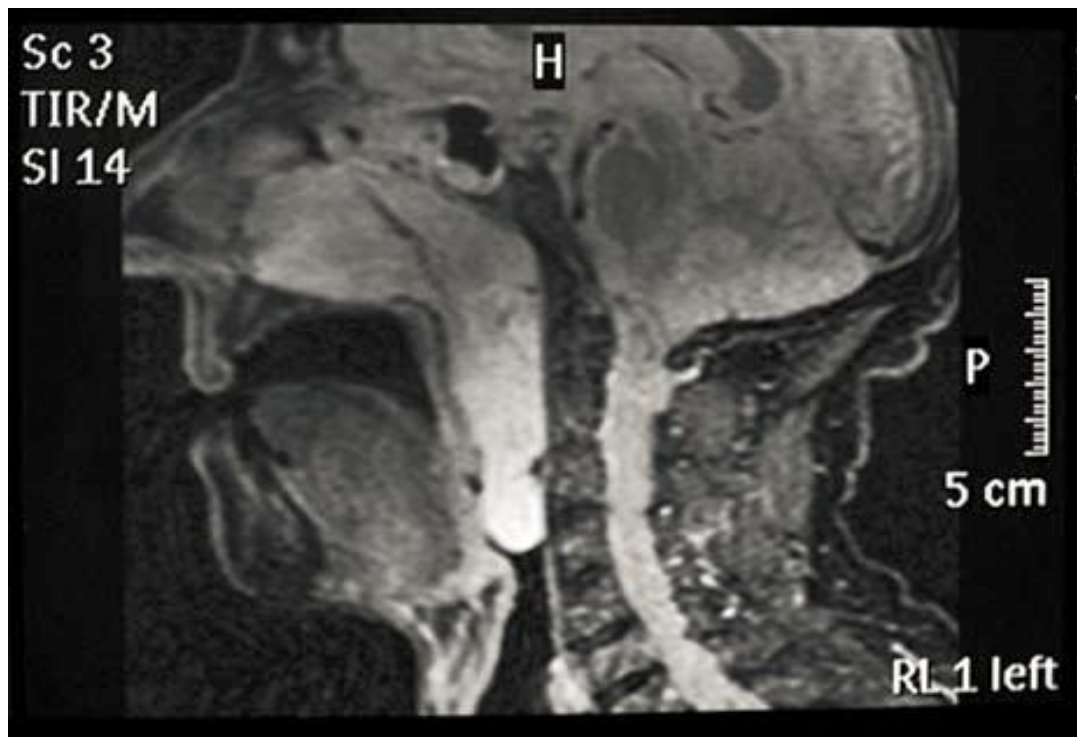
IRM en coupe sagittale montrant un volumineux PAC arrivant au niveau de l'épiglotte [63]
